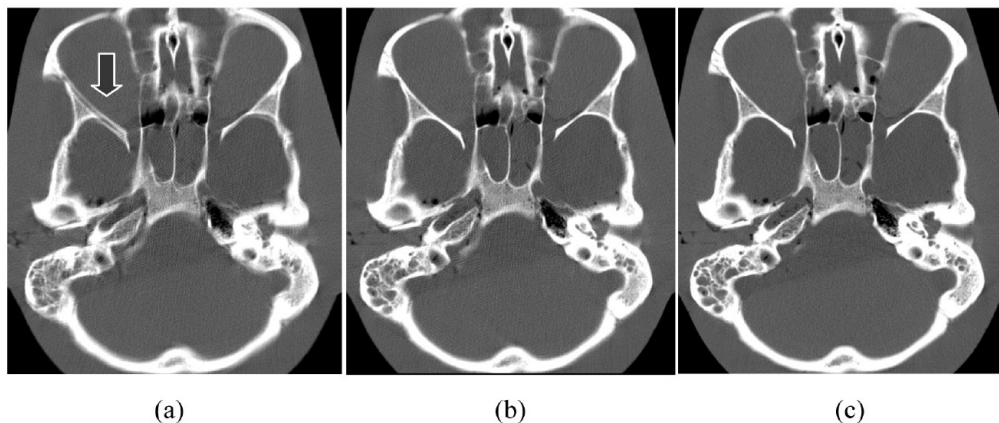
Mostra imagens reconstruídas de um phantom de crânio humano, em equipamento de TC Multi Slice. A imagem apresenta um elevado ruído e artefato (indicado na seta) em comparação com a imagem (b) e (c). Fonte: Hsieh. J, 2009. (p. 417).
